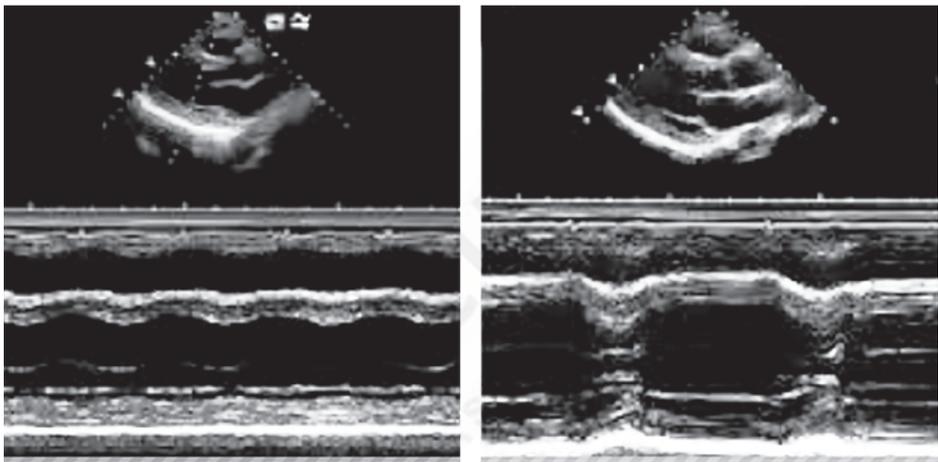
Ecocardiografía de la miocardiopatía periparto.
